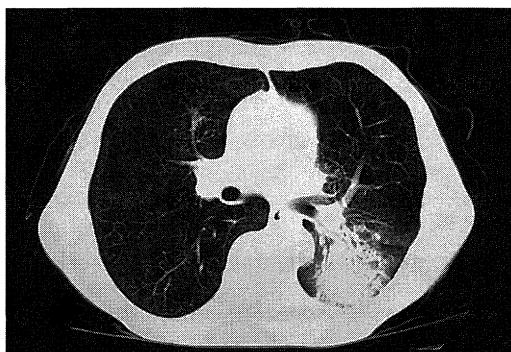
CT demonstrates segmental opacifications with air bronchogram in left S6(↑).
